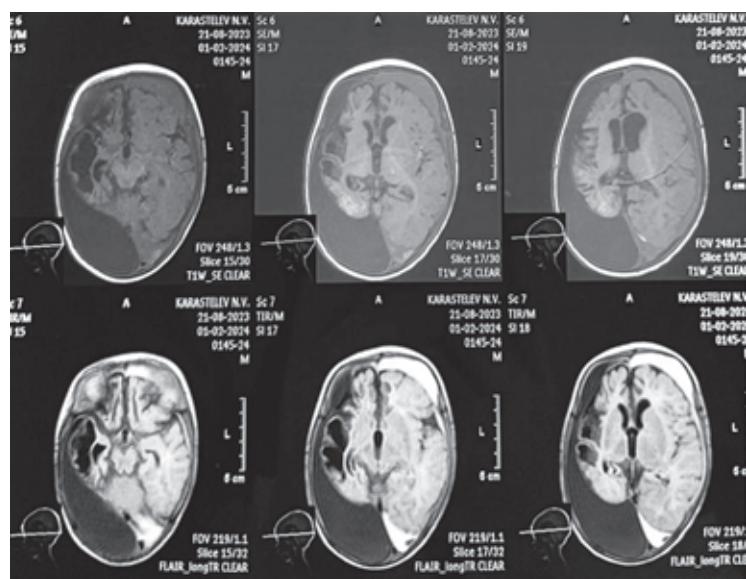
Результат МСКТ исследования у пациента Н., от 01.02.2024 г.
